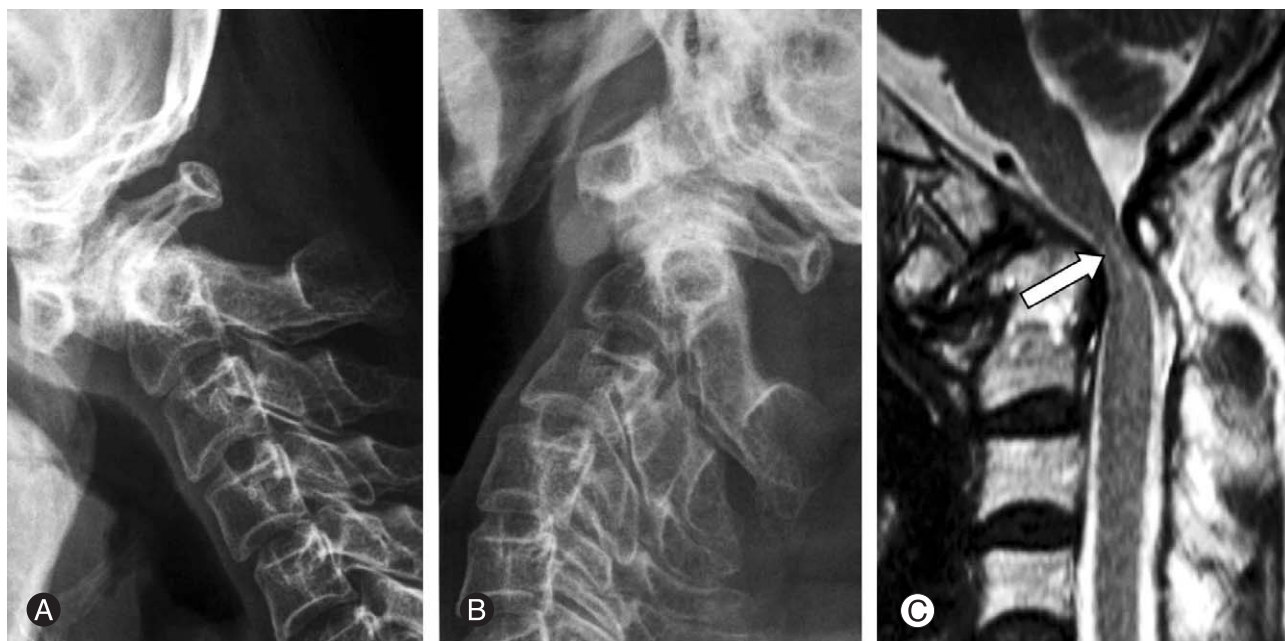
Preoperative lateral radiographs of the cervical spine in flexion (A) and extension (B) show irreducible atlantoaxial subluxation and os odontoideum. A T2-weighted sagittal magnetic resonance image (C) demonstrates severe compression of the spinal cord. A high signal area in the compressed spinal cord is observed (arrow).
